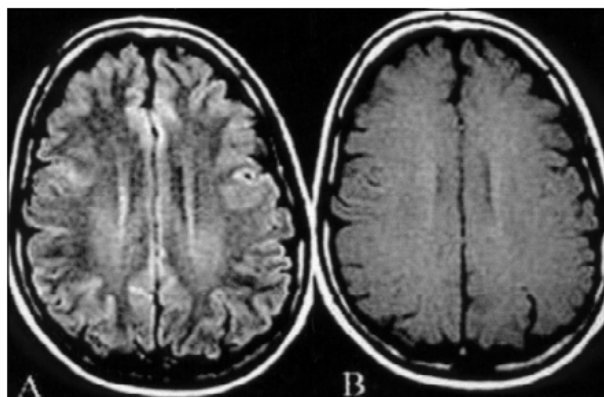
Arquivo de Arq Neuropsiquiatr, Magnetic Resonance Findings in Amyotrophic Lateral Sclerosis Using a Spin Echo Magnetization Transfer Sequence, 1999. A - Corte Axial Flair mostrando hiperintensidade nos tratos piramidais que se estende da cápsula interna para a região subcortical do giro pré-central. B: Axial T1/SE/MT: nenhum achado anormal.
